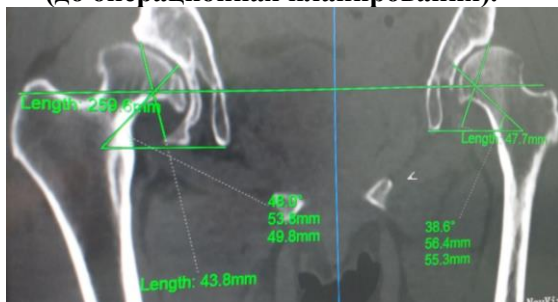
МСКТ: Определение угла анте и ретроверсия
